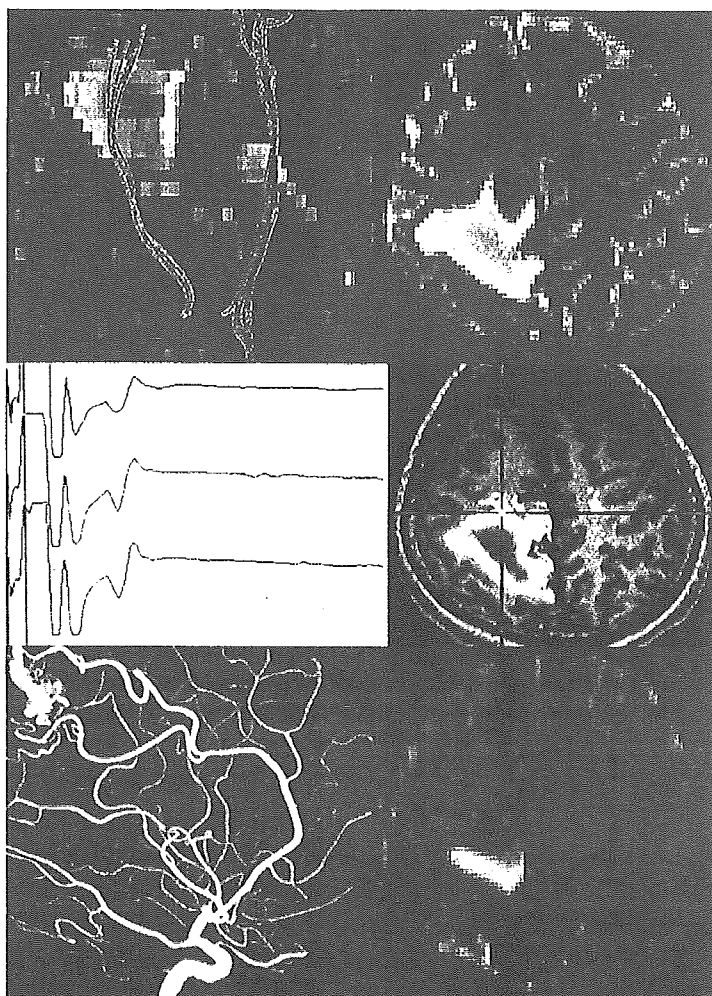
破裂脳動静脈奇形症例(右頭頂葉, Spetzler-Martin分類 grade 1)における錐体路fiber tracking(上段), 術中ナビゲーター上で表示された運動誘発電位の波形と皮質下白質刺激部位(中段), 術前のMRA (magnetic resonance angiography) MIP (maximum intensity projection)像(下段左), 術後の錐体路fiber tracking(下段右)
